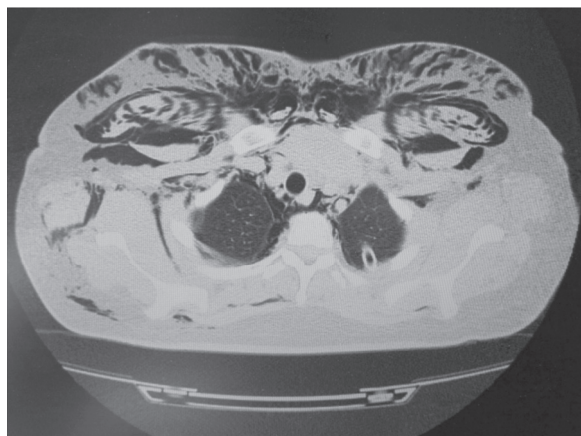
КТ-ознаки п/шк емфіземи та недорозправлення правої легені.
